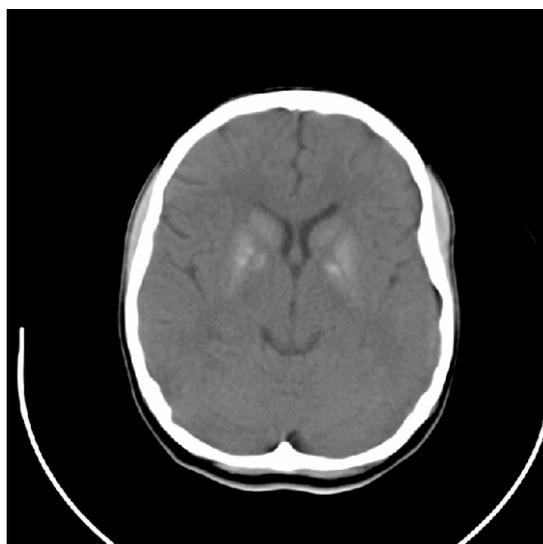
Tomografia Computadorizada de Crânio mostra calcificações envolvendo a cabeça do núcleo caudado, globo pálido e putâmen bilateralmente.
